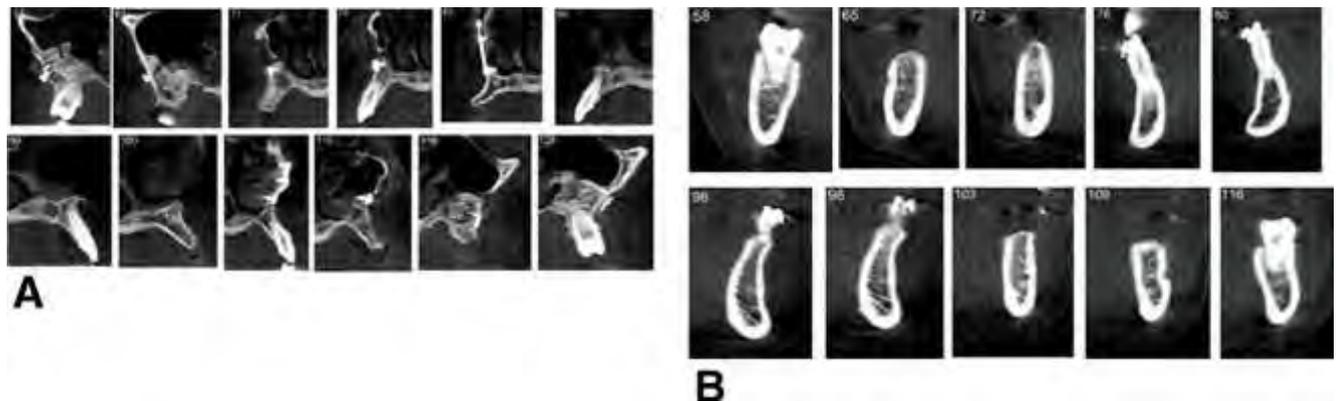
A et B, Images issues du cone beam, montrant les différentes coupes proposées pour l'implantation.
